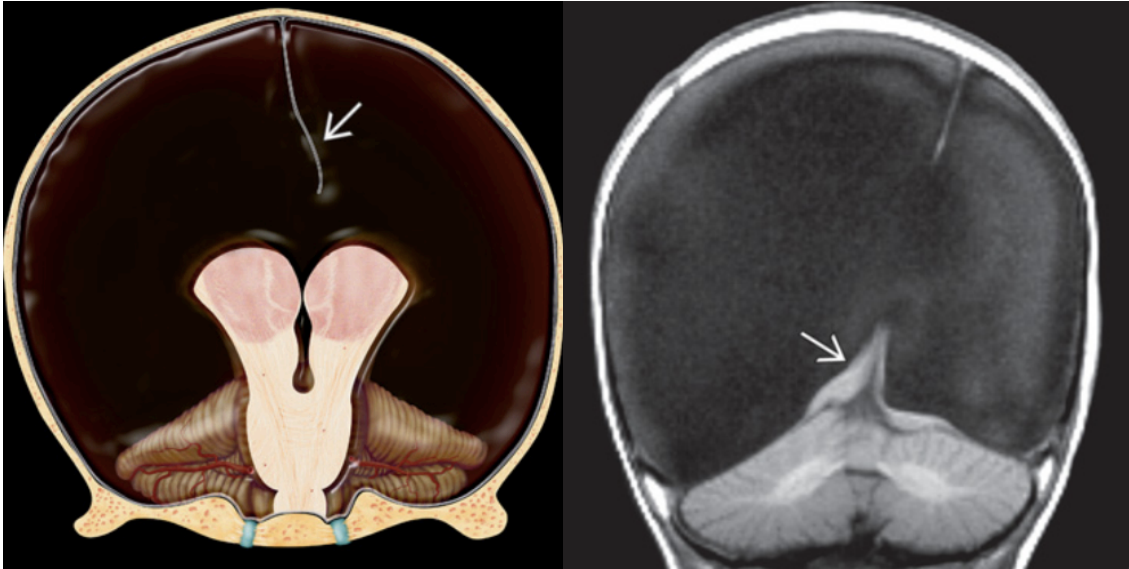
Hidranencefalia - (Esquerda) Os hemisférios cerebrais estão praticamente ausentes, mas o tálamo, tronco cerebral e cerebelo estão intactos. O foice cerebral (seta) parece "flutuar" na caixa craniana rostral preenchida por fluido. (Direita) RM T1 coronal mostra os espaços expandidos, preenchidos por LCR, com quantidades residuais tecido cerebral (seta). (7)
